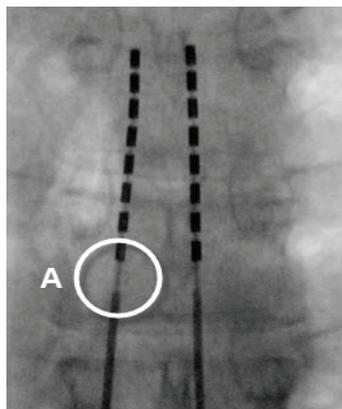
Sonde Avista MRI. Le cercle A indique la région de radiotransparence proximale au niveau du contact 8 (contact le plus caudal).
